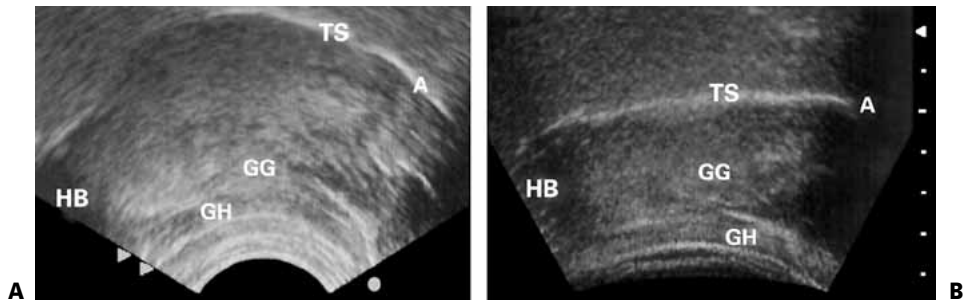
Typical ultrasound sound images of the tongue in the sagittal scan plane (left) and the coronal scan plane (right). TS indicates the bright echoes from the tongue-air interface, GH the region of the geniohyoid muscle, A the tongue tip or apex and TB the region of the tongue base. The coronal tongue scan was taken in the region of the tongue blade/dorsum juncture.
